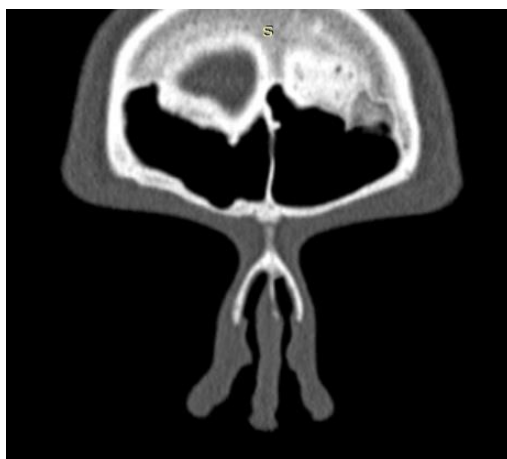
Данные КТ ОНП пациента Ш. с острым этросинуситом через 3 месяца после консервативного лечения
